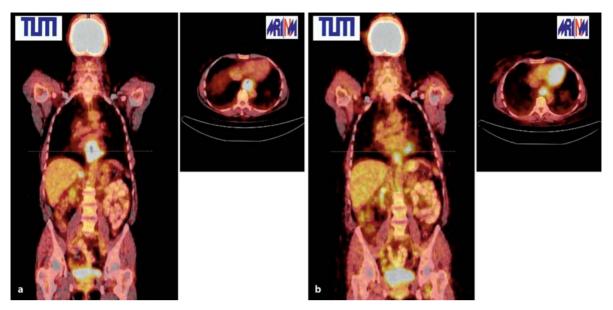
Darstellung eines distalen Ösophagustumors in PET/CT vor (a) und nach (b) einer Chemotherapie. Die vermehrte Glukoseutilisation des ¹⁹F-FDG im distalen Ösophagus ermöglicht eine Evaluation der Vitalität und der Ausdehnung
